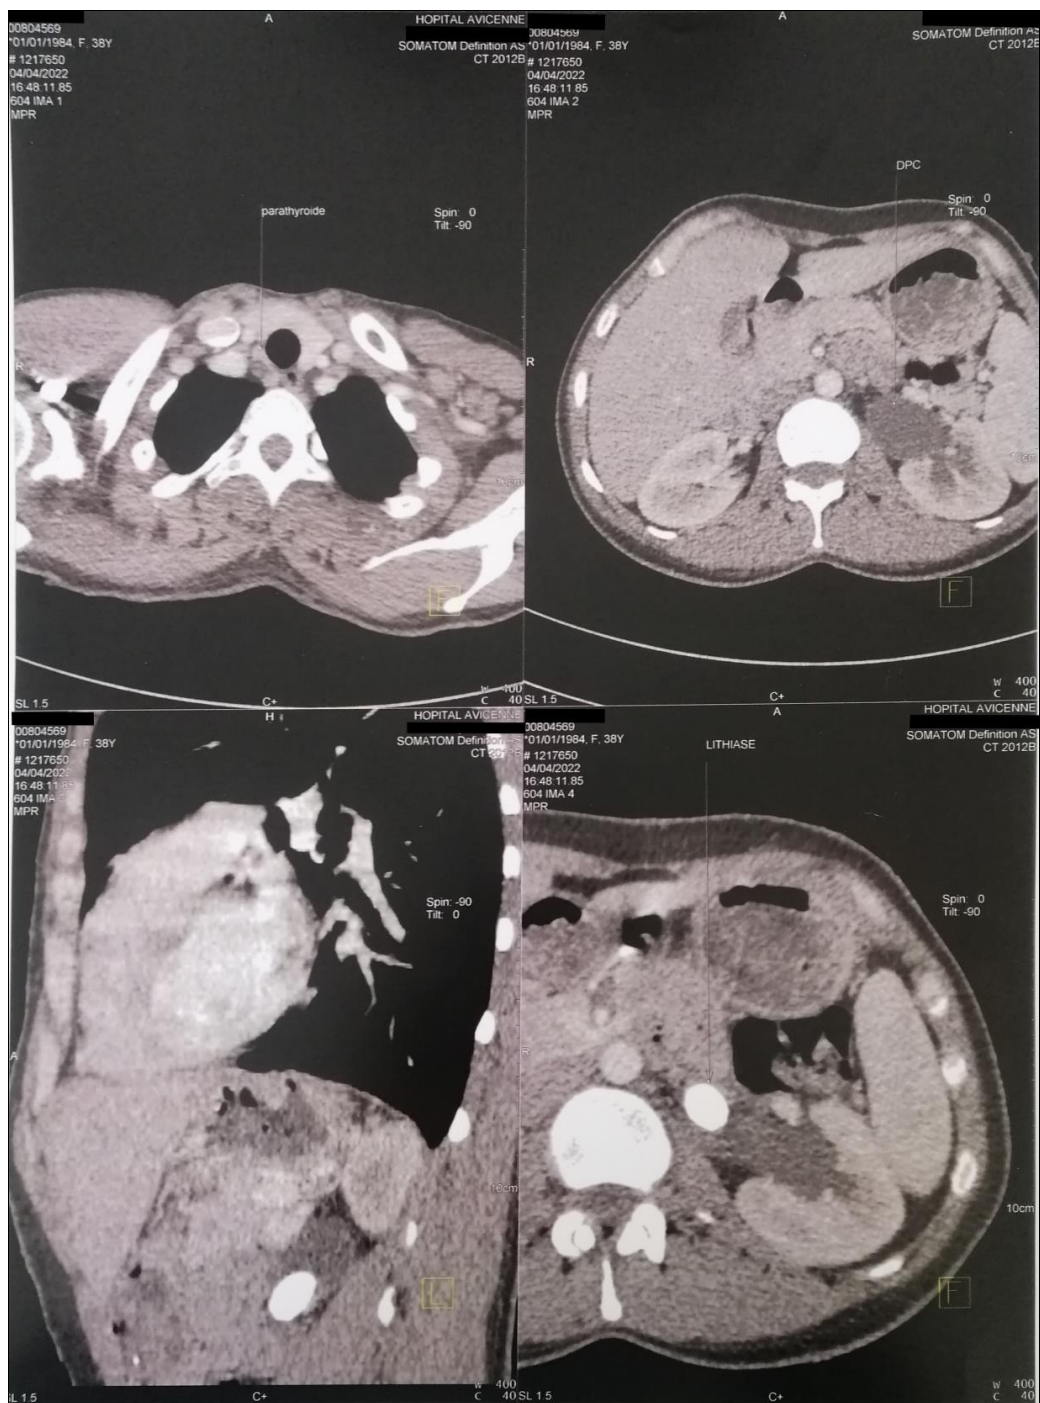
TDM cervico-thoraco-abdominopelvienne montrant une lésion nodulaire rétrothyroïdienne droite évoquant un nodule parathyroïdien inférieur droit, ainsi qu'une macrolithiase de l'uretère lombaire gauche obstructive avec dilatation pyélocalicielle en amont.
